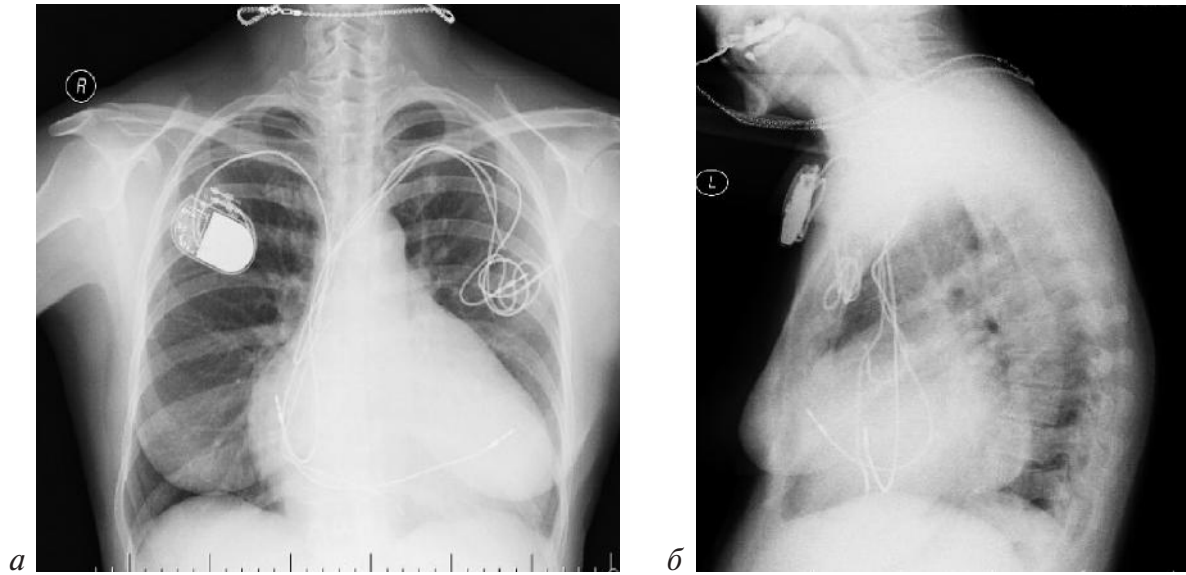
Рентгенограммы органов грудной клетки пациентки после замены ЭКС в 2015 г.:
